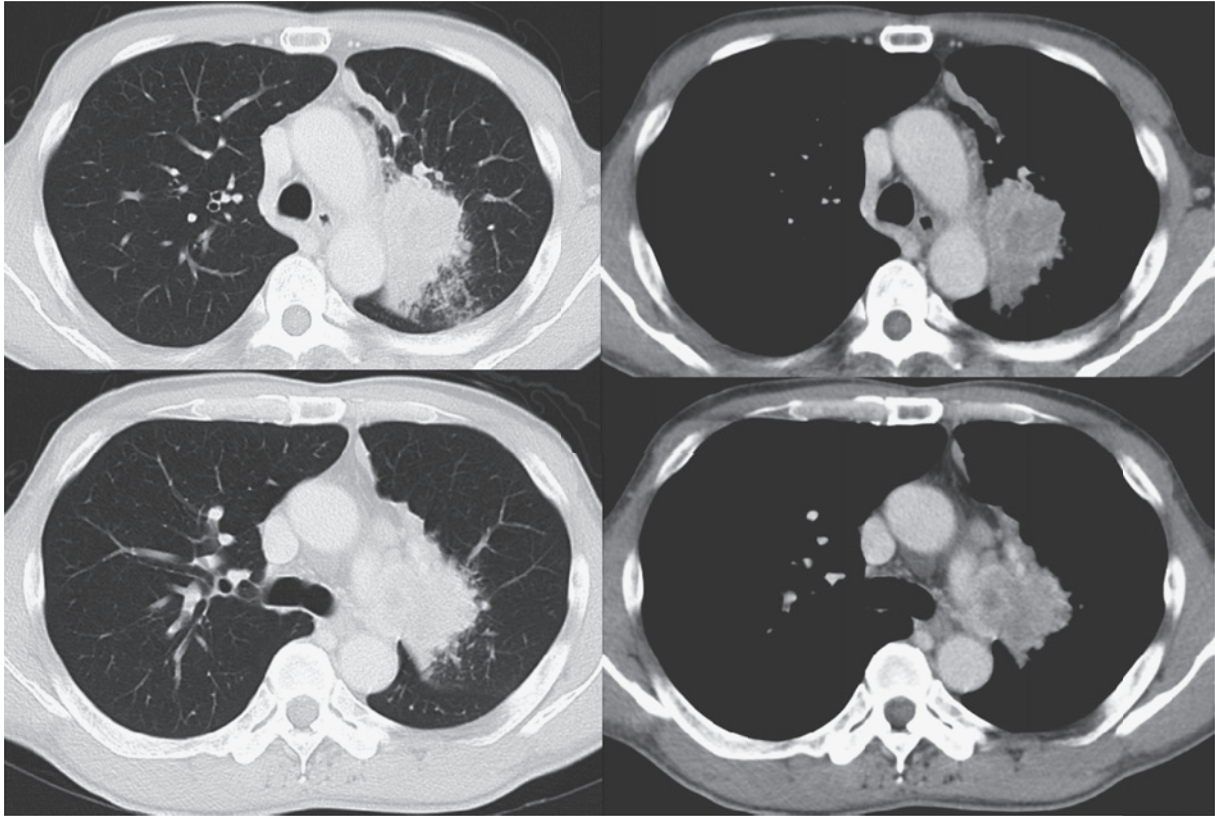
Chest CT scan on the first visit. The tumor mass included a pulmonary hilar lymph node, and a mediastinal lymph node. The lower edge of the tumor was at the level of the pulmonary artery.
